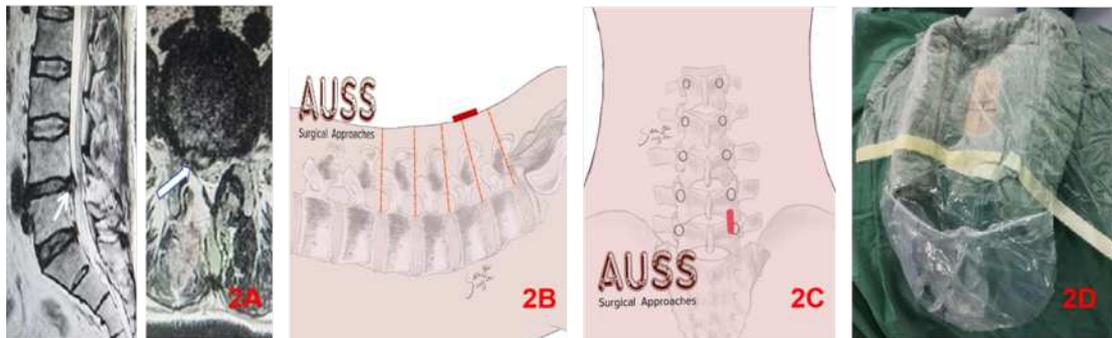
第 1 次脊柱内镜术后 6 天, MRI: L4/5 椎间盘向右后方再次突出, 相应神经根、硬膜囊受压; B. 侧位上切口定位为 L4/5 椎间隙延长线在皮肤处交点; C. 正位上切口定位为 L4/5 椎间隙线与患侧椎弓根内侧缘连线交点; D. 制作 U 形防水坝
